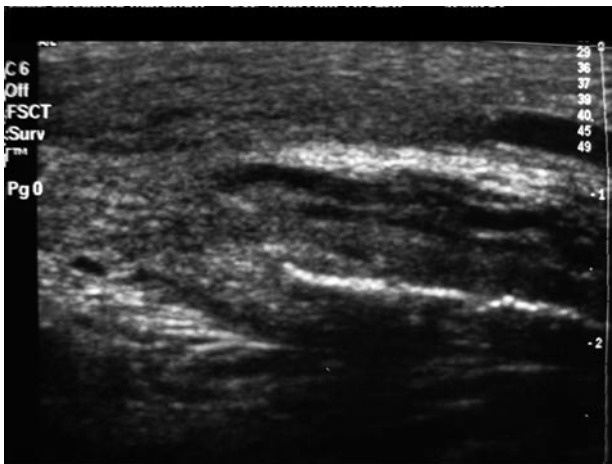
Trombosis de la vena dorsal superficial del pene diagnosticada por ecografía. Se aprecia un engrosamiento de la pared de la vena, cuya luz se encuentra ocupada por un material ecogénico que corresponde a la trombosis.
